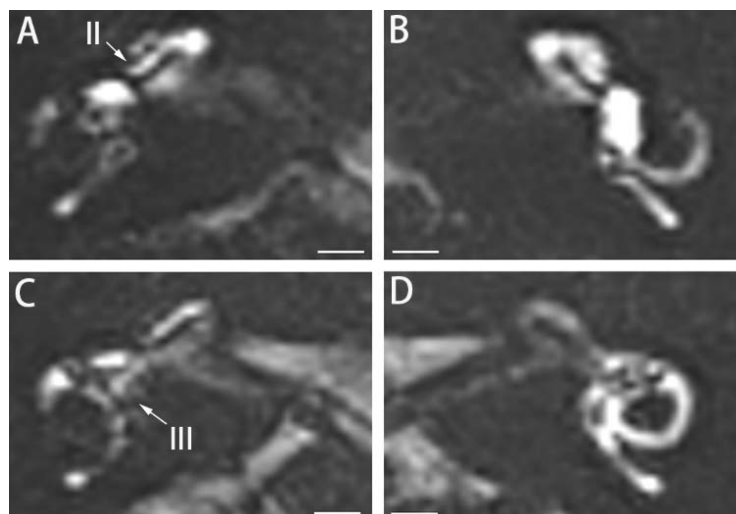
Endolymphatic hydrops in the right ear of case 4 demonstrated by gadolinium-enhanced MRI. MRI was performed as previously reported [11]. Grade II cochlear endolymphatic hydrops (A) and grade III vestibular endolymphatic hydrops (C) were detected in the right ear, but endolymphatic hydrops was found in neither cochlea (B) nor vestibule (D) of the left ear, which were evaluated using previously reported criteria [12]
